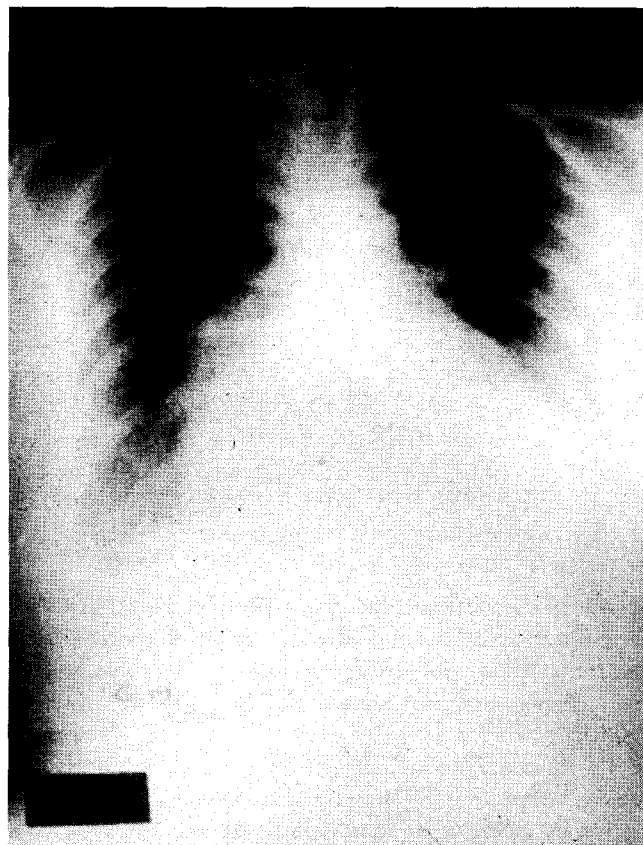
Radiografía de tórax obtenida tres meses antes de su ingreso (ver texto).
